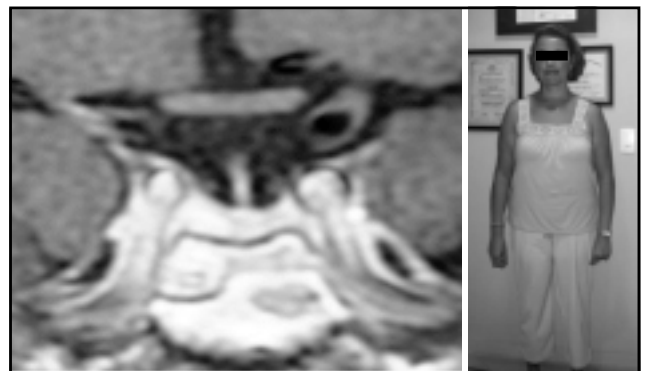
A. IRM, ausencia de la luz de la carótida interna derecha e hiposeñal en T2 en la región derecha de la glándula. B. Paciente en junio de 2007 con recuperación clínica y hormonal de enfermedad de Cushing.
